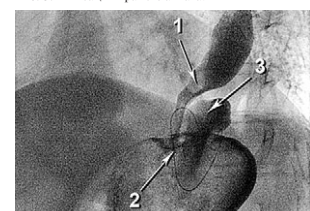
Оценка анатомических результатов с помощью контрастной 3D-рентгенокопии: 1 — пищевод, 2 — рентгенконтрастный нитиновый каркас трансплантата, расположенный под диафрагмой, 3 — задний участок фундупликационной манжетки, расположенной между трансплантатом и пищеводом.
